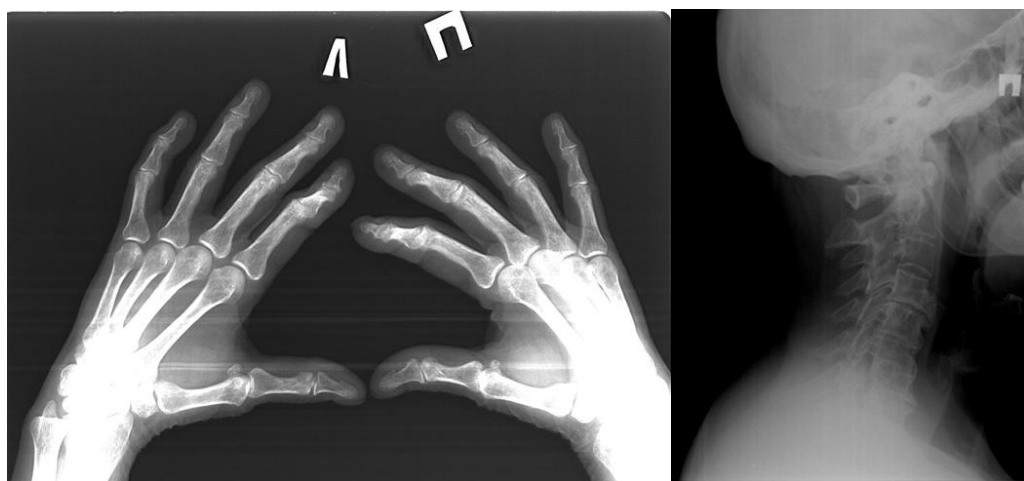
Рентгенограммы кистей и ШОП пациентки Н.
